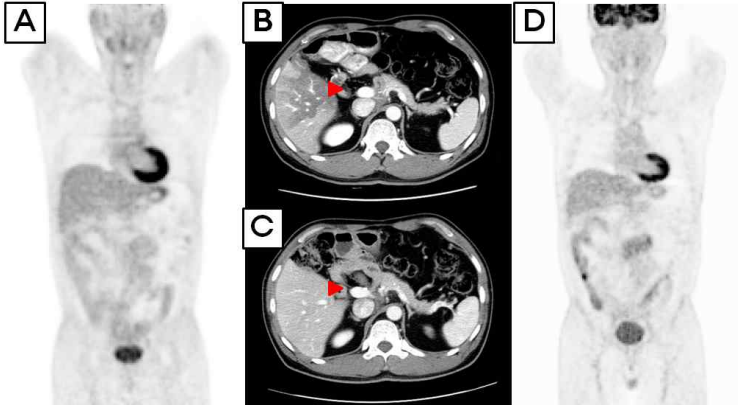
Whole body PET. Whole body PET on Nov 2008 shows mild hypermetabolic infiltrative lesion in pancreaticojejunostomy site (A) and no change of postoperative fibrosis, around common hepatic artery in abdominal CT on Aug 2009 (B). No change of probable postop. fibrosis around common hepatic artery in abdominal CT on Jan 2011 (C) and no interval change around common hepatic artery and distant metastasis in PET CT scan (Mar 2011, D).
